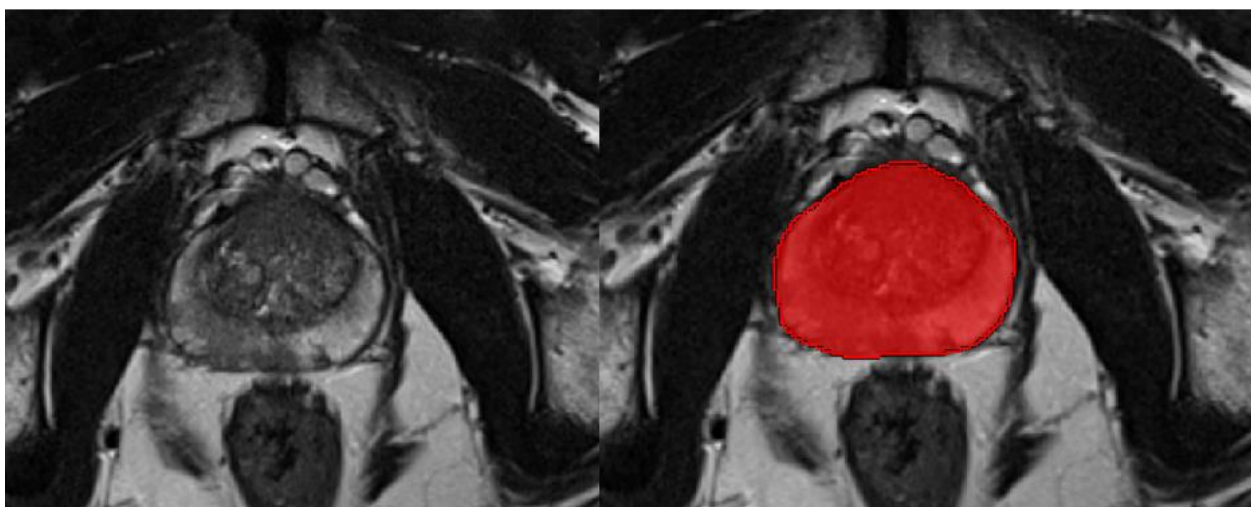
MITK - manuelle Markierung der Prostataaußengrenzen (T2W axial): Illustriert ist die Markierung der Prostata (rote Fläche rechts) in der axialen T2W-MRT-Sequenz mithilfe des Programmes MITK. Quelle: eigene Abbildung
